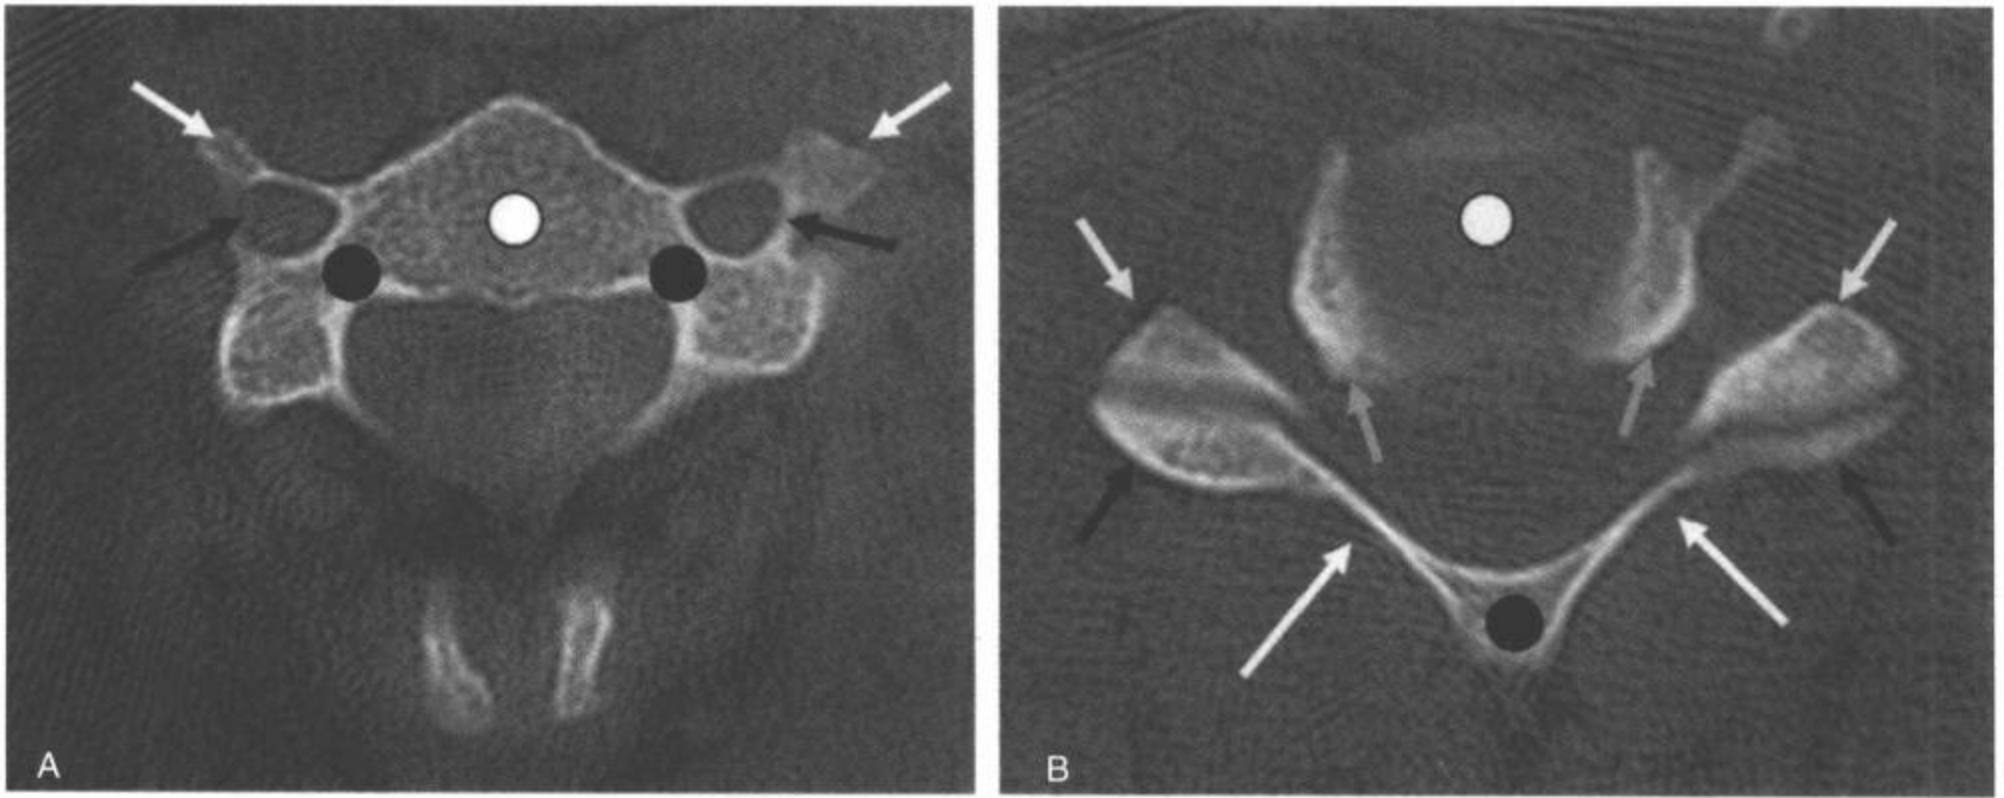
正常下颈椎的CT横断面图像。A: 椎体(白点), 横突(白箭), 横突孔(黑箭), 椎弓根(黑点)。B: 间盘间隙(白点), 椎板(白箭), 棘突(黑点), 下位椎体的上关节突(黄箭), 上位椎体的下关节突(黑箭)和下位椎体的钩突(绿箭)。(见彩图 5-18B)
